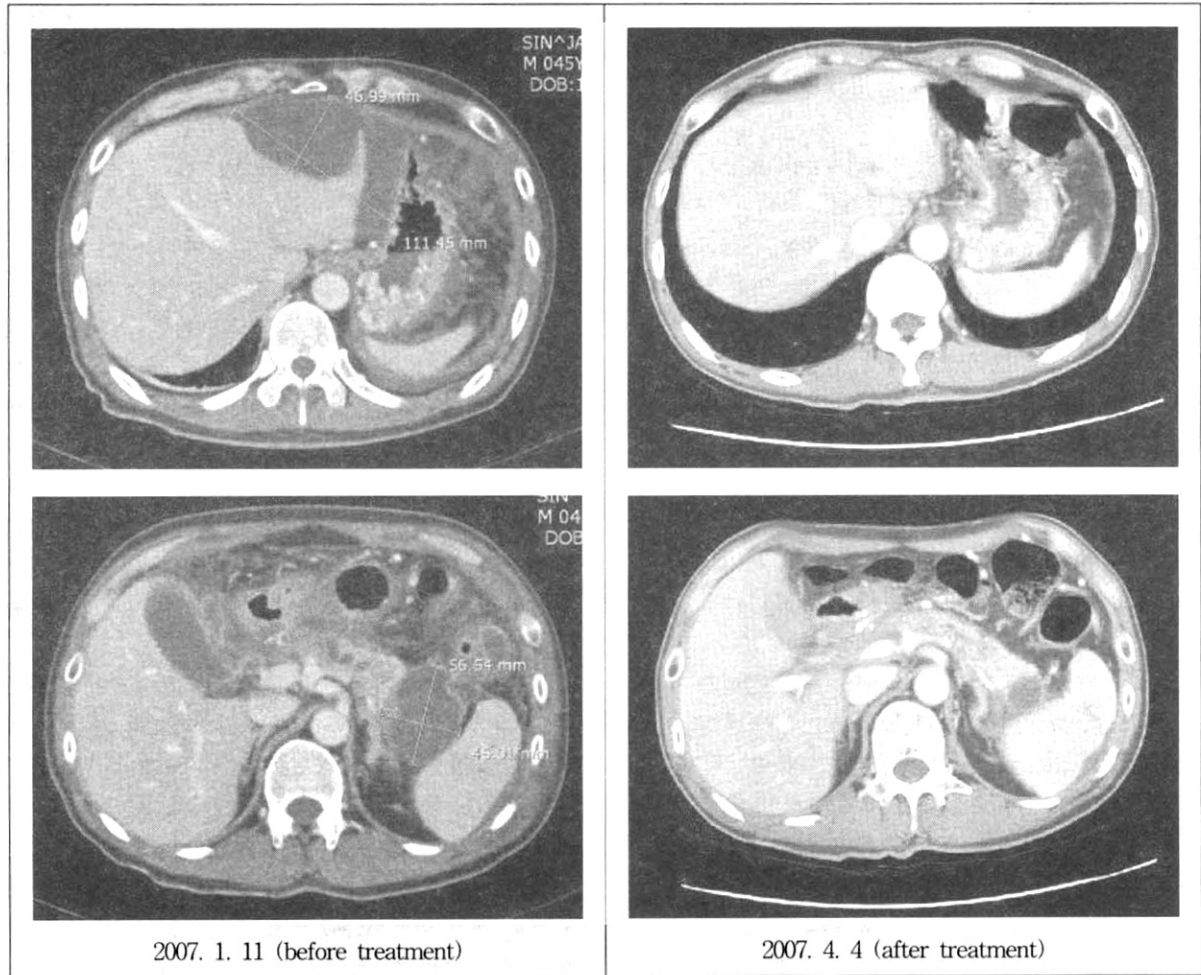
Changes of abdomen CT
